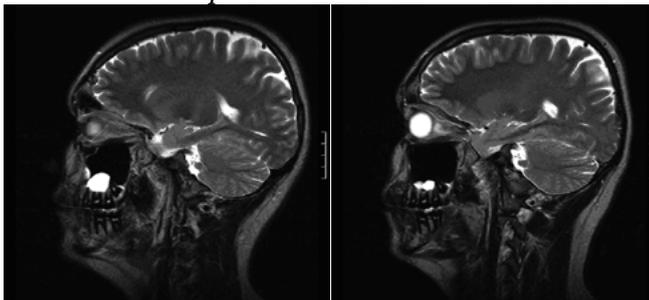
Тот же больной. 18 лет. 25.05.2005. – МРТ.
